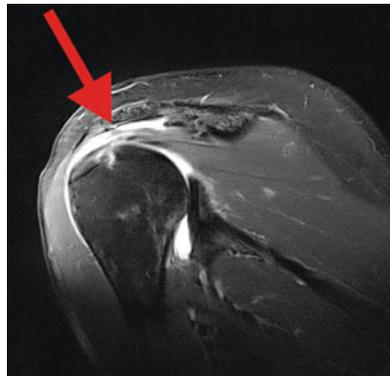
MRT: Rotatorenmanschettenruptur mit ausgeprägtem Gelenkerguss. Die Sehne ist retrahiert, weswegen man die Lücke vor dem Ansatz am Tuberkulum sieht
